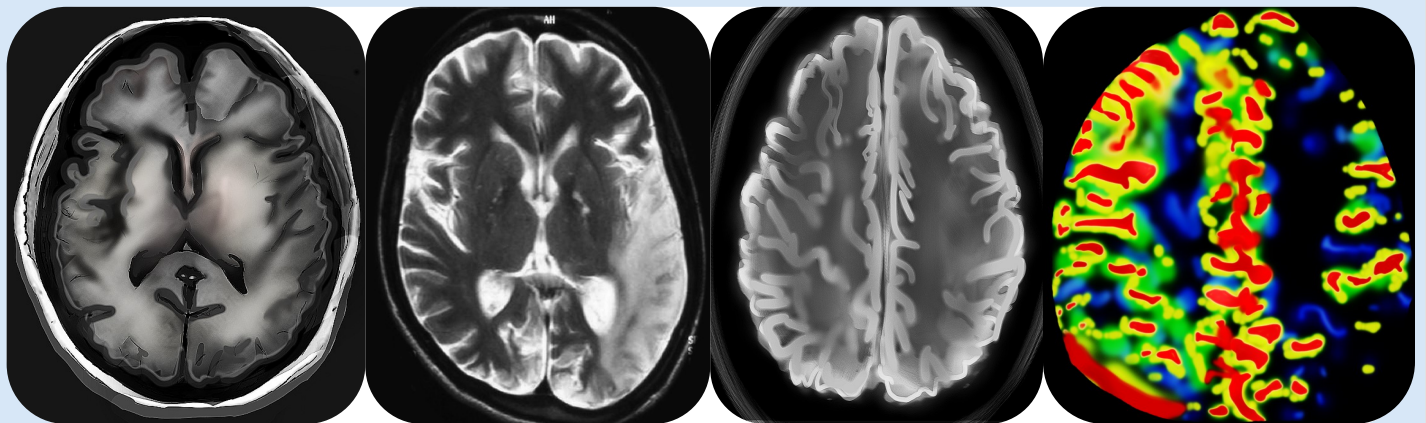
Imágenes representativa de imágenes de resonancia magnética en secuencia de T1,T2, difusión y perfusión. En todas se muestran zonas de daño por EVC, en donde las secuencias más demostrativas son T2 y difusión. (Autor: Lilia Alejandra Figueroa Duarte y Abu-Amero KK, Al-Dhalaan H, Bohlega S, Hellani A, Taylor RW)
